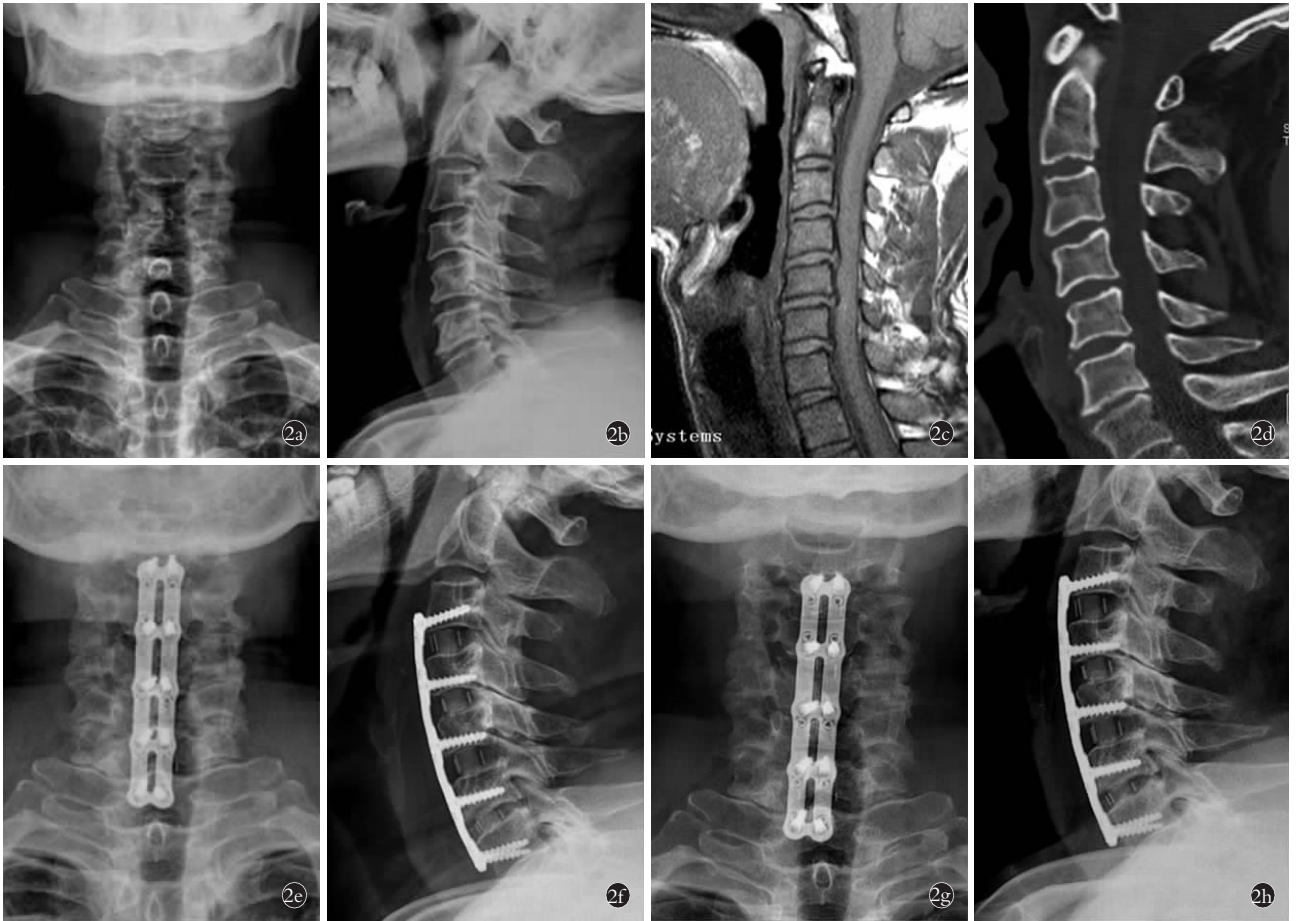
男性患者,60 岁,C₃-C₇ 神经根型颈椎病,行颈前路 CCP 减压钢板联合 cage 椎间融合器内固定术 2a,2b. 术前颈椎正侧位 X 线片可见颈椎退变,前缘骨赘形成 2c. 术前颈椎 MRI 可见 C₃-C₇ 颈椎间盘突出,压迫脊髓 2d. 术前颈椎 CT 未见椎体破坏及后纵韧带骨化 2e,2f. 术后正侧位 X 线片可见手术成功,CCP 钢板及椎间融合器植入满意 2g,2h. 术后 1 个月正侧位 X 线片可见内固定位置满意,未发生内植物及螺钉松动、断裂
